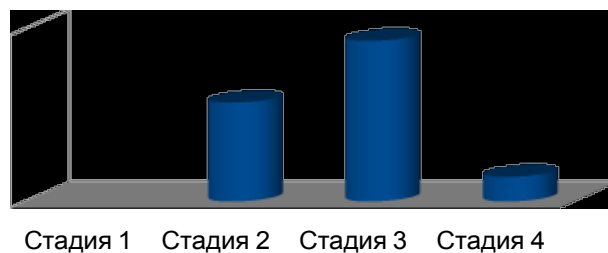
Встречаемость эрозий в зависимости от рентгенологической стадии ОА суставов кистей (n = 64)
